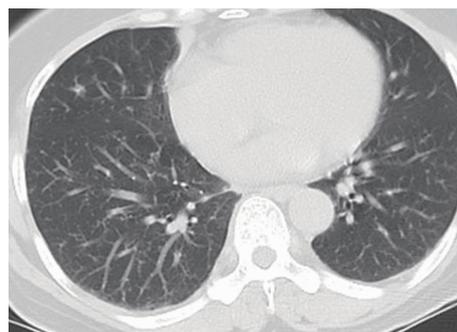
胸部CT:双肺弥漫粟粒小结节;纵膈及右心膈角多发淋巴结,部分增大
